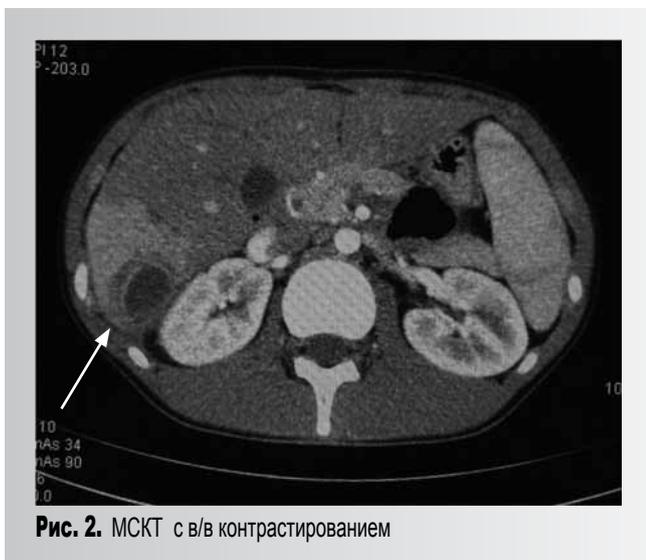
МСКТ с в/в контрастированием
